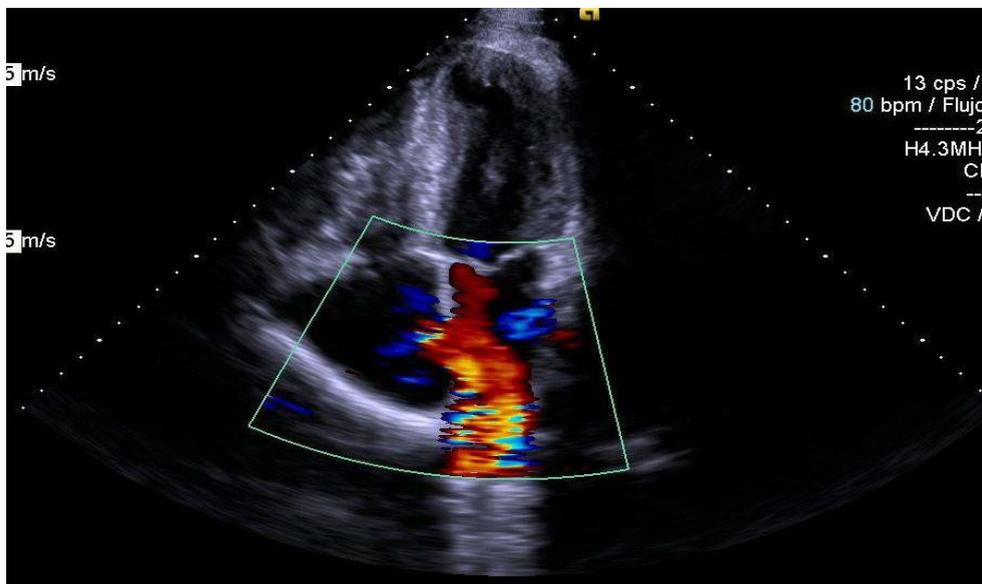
Imagen del ecocardiograma del paciente.
